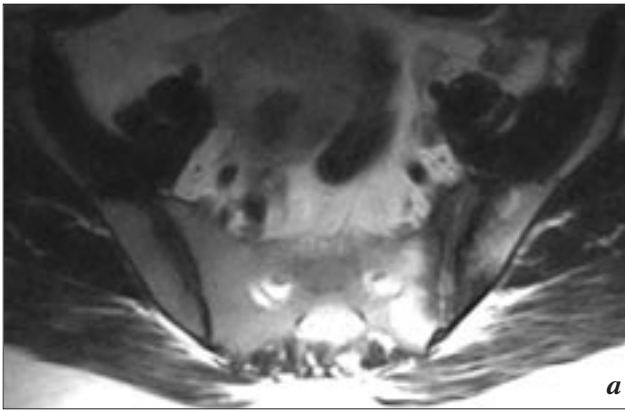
МРТ КПС больной З. через 6 месяцев :
